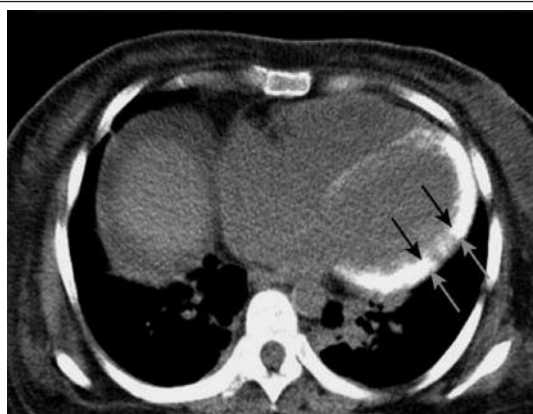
Компьютерная томограмма грудной клетки (без контрастирования)
